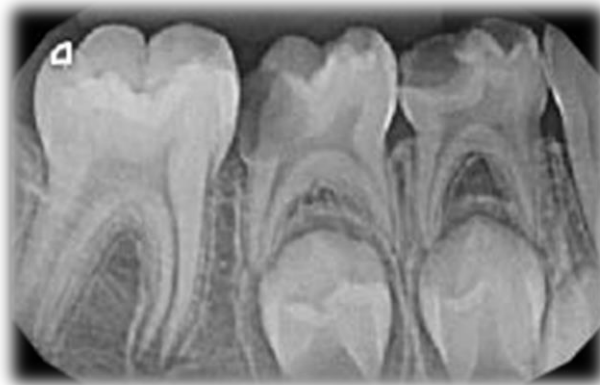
Radiografía periapical.<sup>15</sup>
